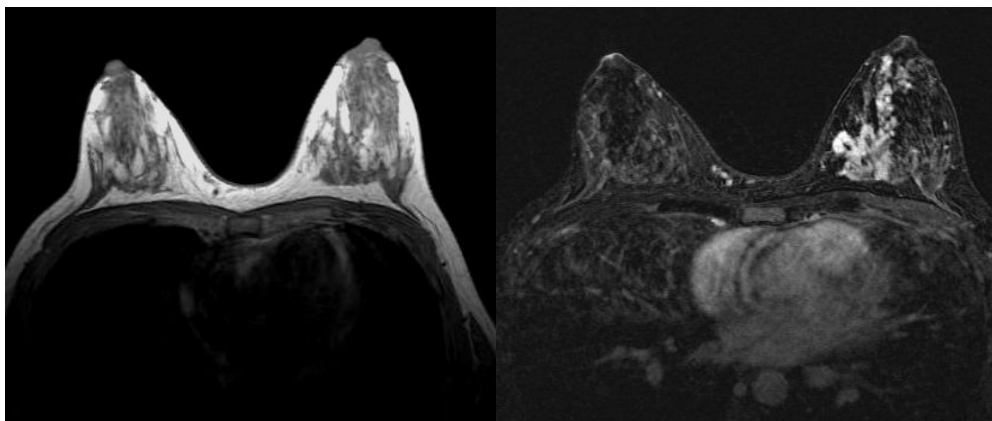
RM de mamas em plano axial nas sequencias T1 sem contraste e T1 pós contraste com saturação de gordura, evidenciando tênue área de distorção do parênquima com realce segmentar pós contraste.
